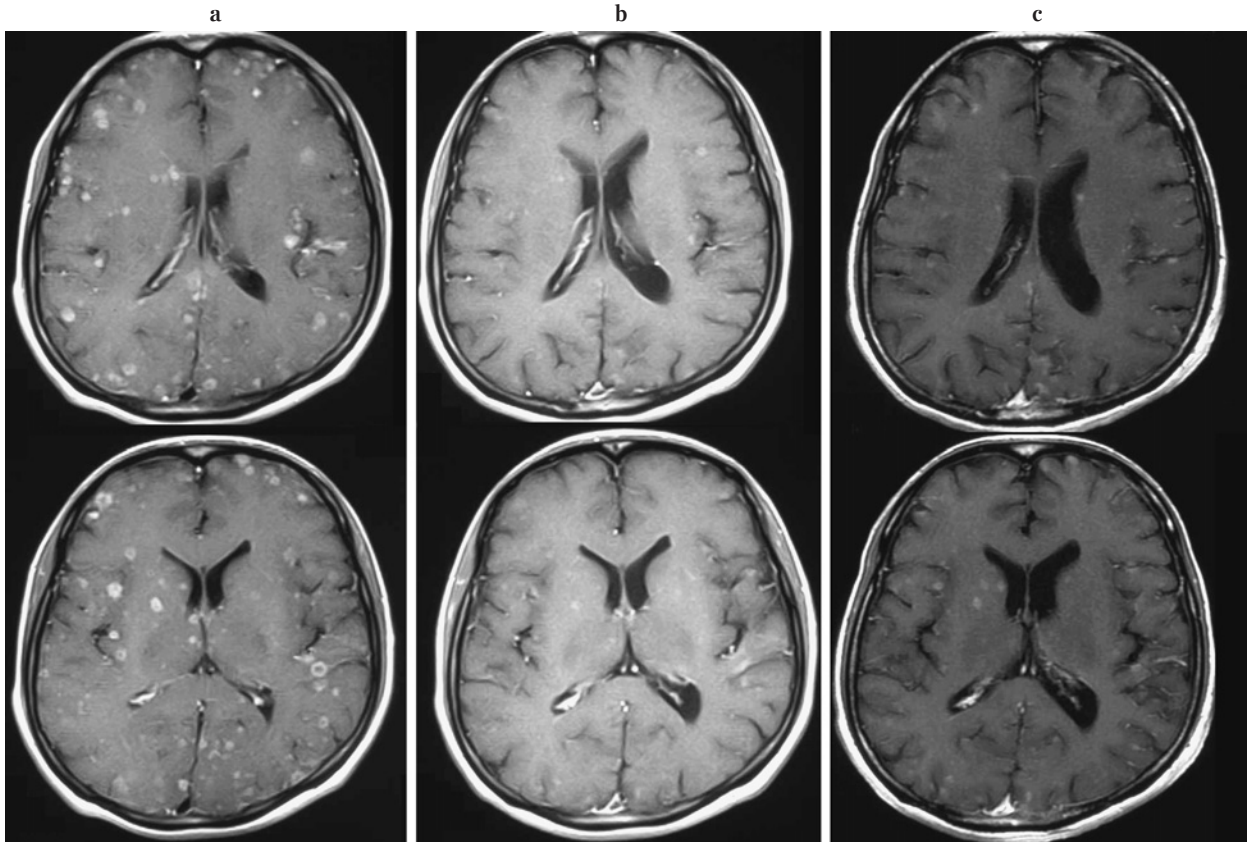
a. Brain enhanced MRI before gefitinib therapy on December, 2005. b. Brain enhanced MRI after gefitinib therapy on February, 2006. c. Brain enhanced MRI after gefitinib therapy on June, 2006.
